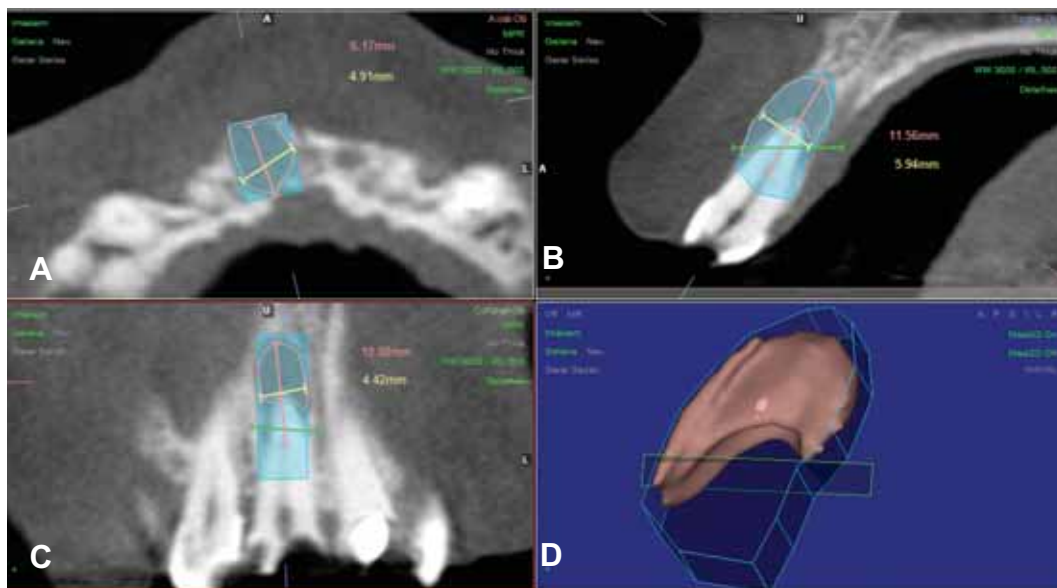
Imagem de tomografia 3D ilustrando a lesão periapical nos três cortes. A) axial; B) sagital; C) coronal; D) formação 3D da lesão periapical.
